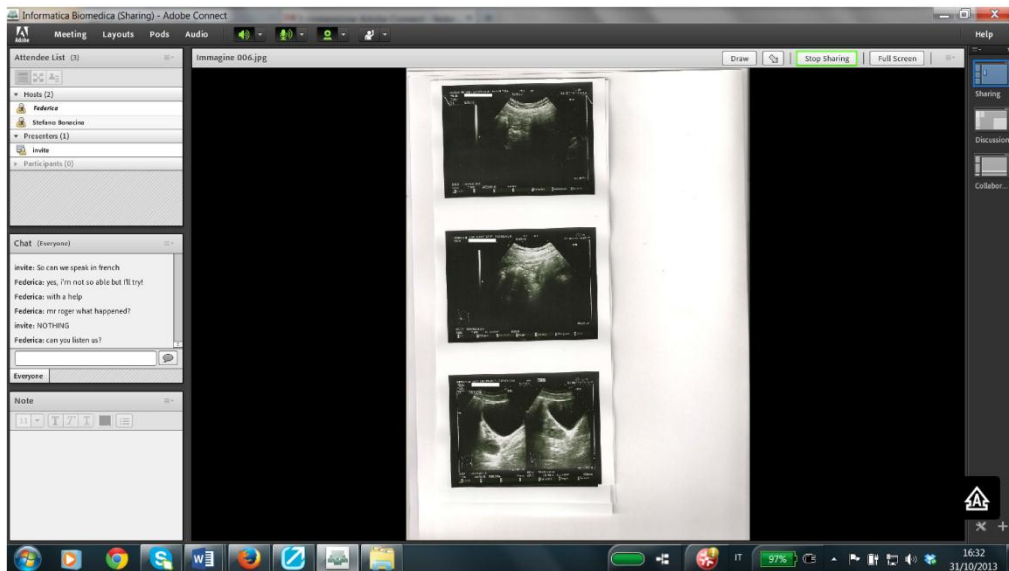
Visualizzazione di un'immagine ottenuta da scansione di un'ecografia addominale, (Immagine 006.jpg). Adobe Connect in modalità "Sharing".
